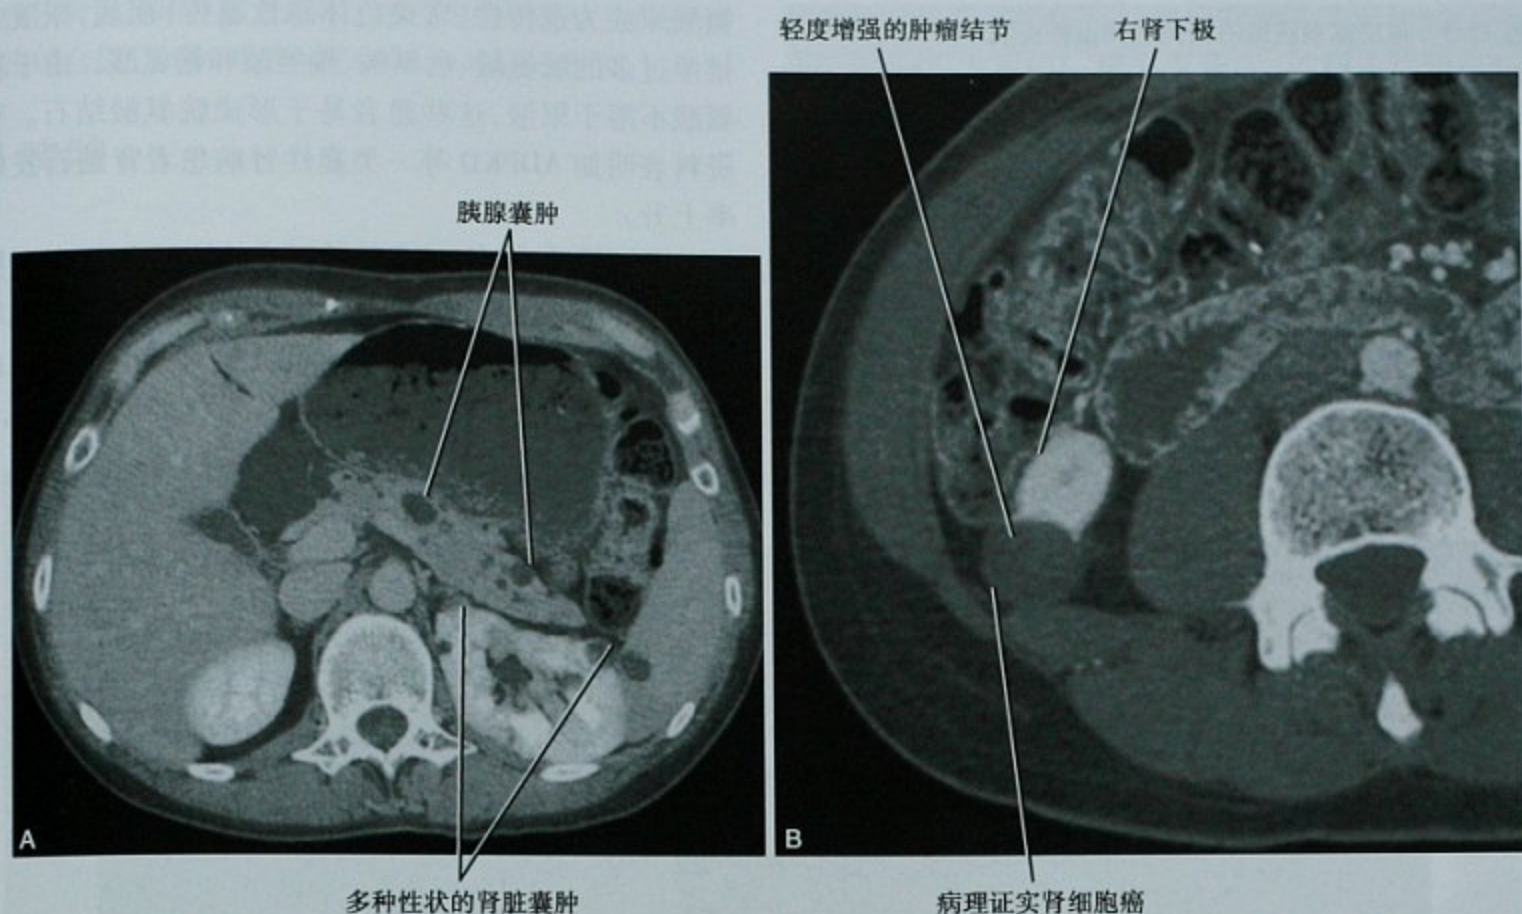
von Hippel-Lindau 病和肾细胞癌,经胰腺(A)和肾脏(B)层面增强 CT 扫描
